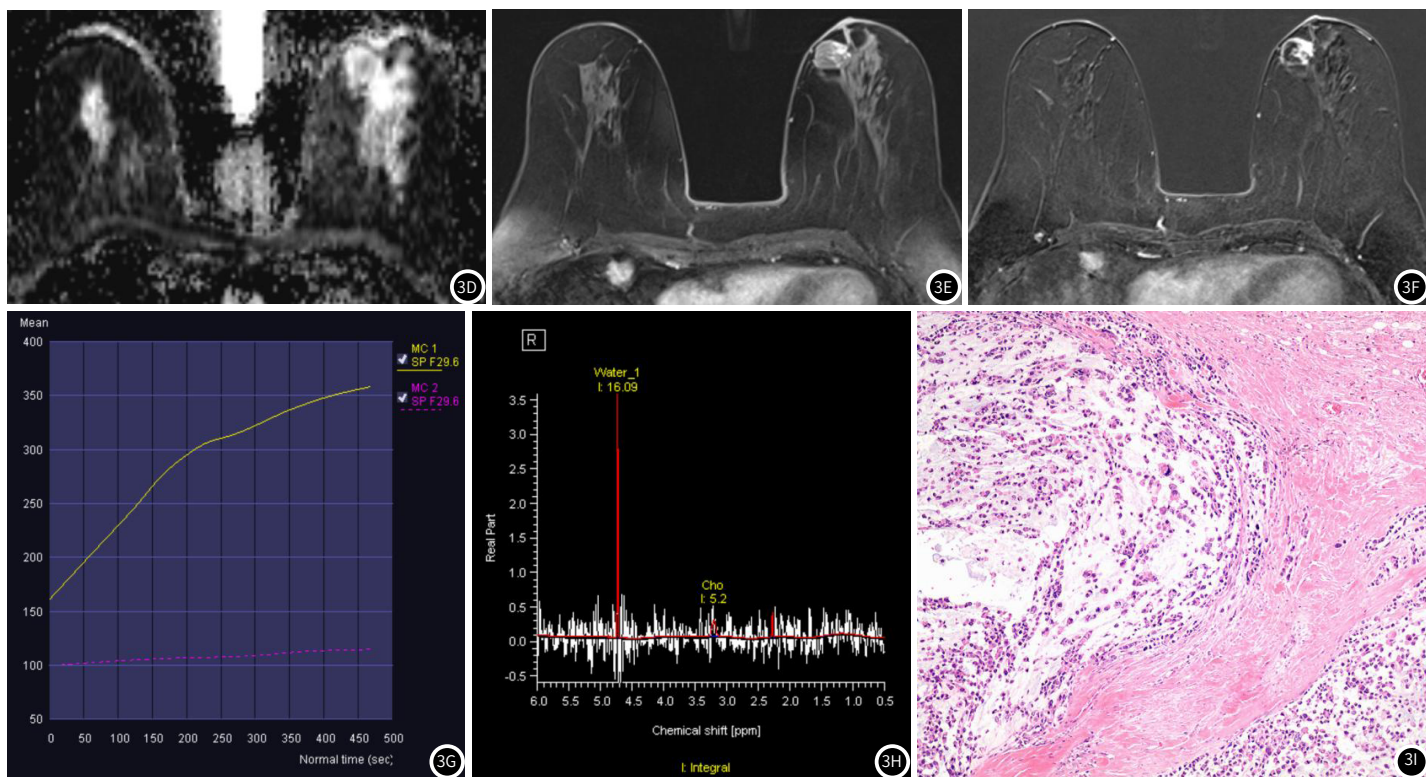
T1WI-FS(轴位); 图3B: T2WI-FS(轴位); 图3C: B=800, DWI(轴位); 图3D: ADC;
